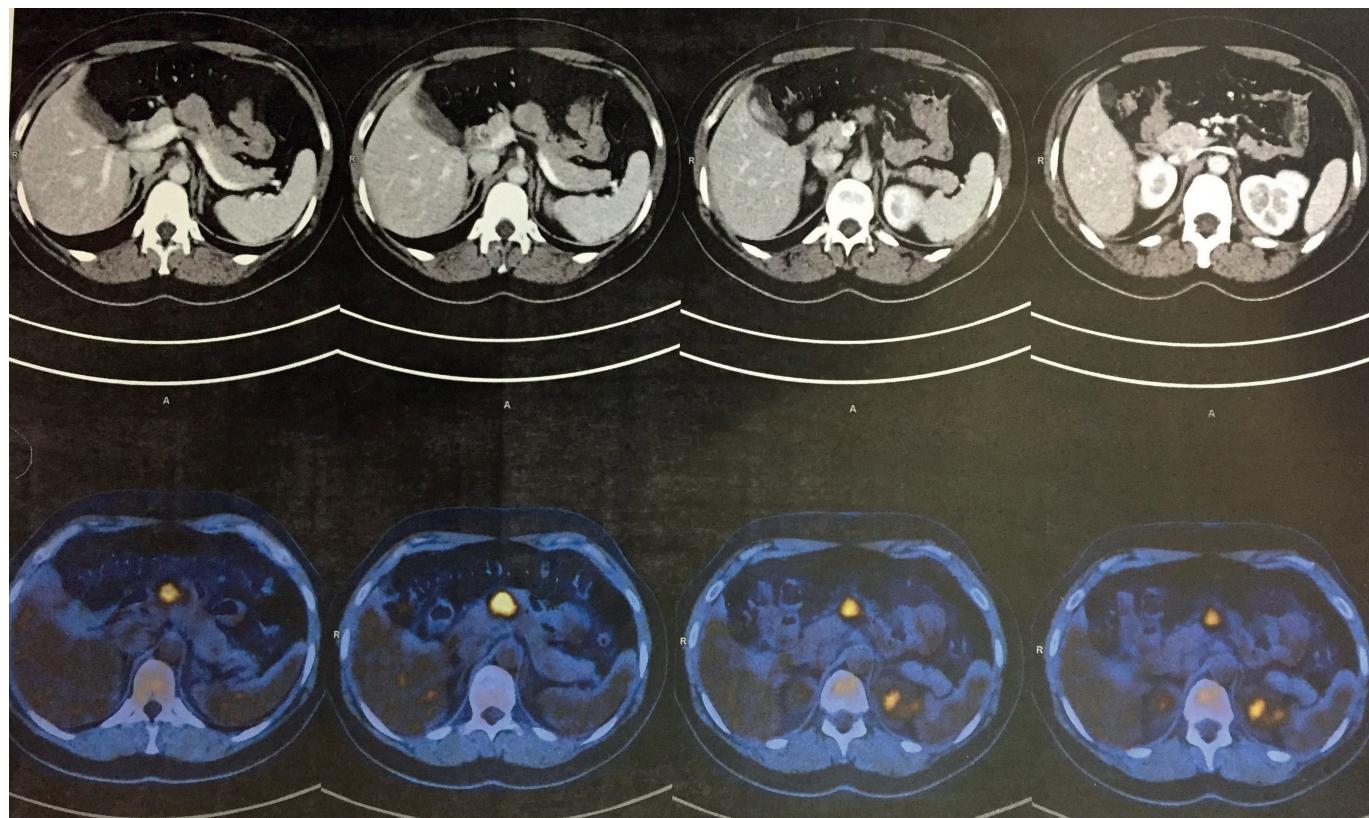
ПЭТ КТ очагового образования парапанкреатической клетчатки
